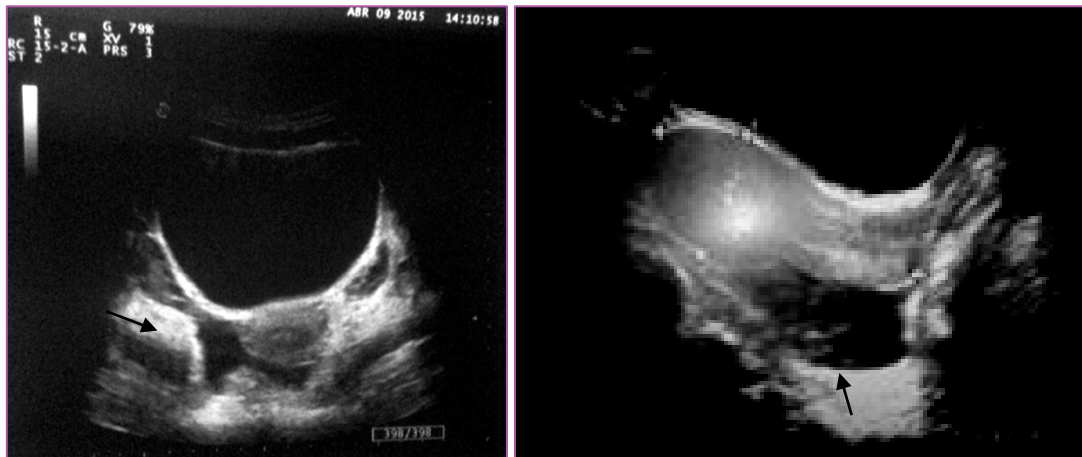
PACIENTE QUE CONSULTA POR AMENORREA, CON TEST DE EMBARAZO POSITIVO Y DOLOR ABDOMINAL AGUDO. LA ECOGRAFÍA TA MUESTRA EL ÚTERO VACÍO. EN EL CORTE TRANSVERSO (FIG. IZQ.) PUEDE VISUALIZARSE LÍQUIDO LIBRE PARAUTERINO DERECHO. EN EL CORTE LONGITUDINAL (FIG. DER.) SE COMPRUEBA UNA IMAGEN MIXTA (SÓLIDO-LÍQUIDA) RETROUTERINA. LA EVALUACIÓN CONJUNTA DE ESTA INFORMACIÓN (CLÍNICA + LABORATORIO + ECOGRAFÍA) OBLIGAN A SOSPECHAR UN EMBARAZO ECTÓPICO HASTA QUE SE DEMUESTRE LO CONTRARIO
